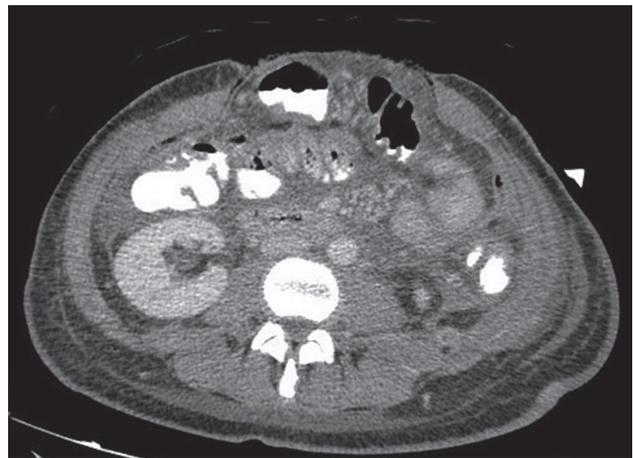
TC abdominal realizado tras la infiltración de toxina botulínica en la pared abdominal (diciembre 2015) en el que se objetiva separación de los rectos abdominales de 4.3 centímetros, así como integración de la membrana peritoneal.
